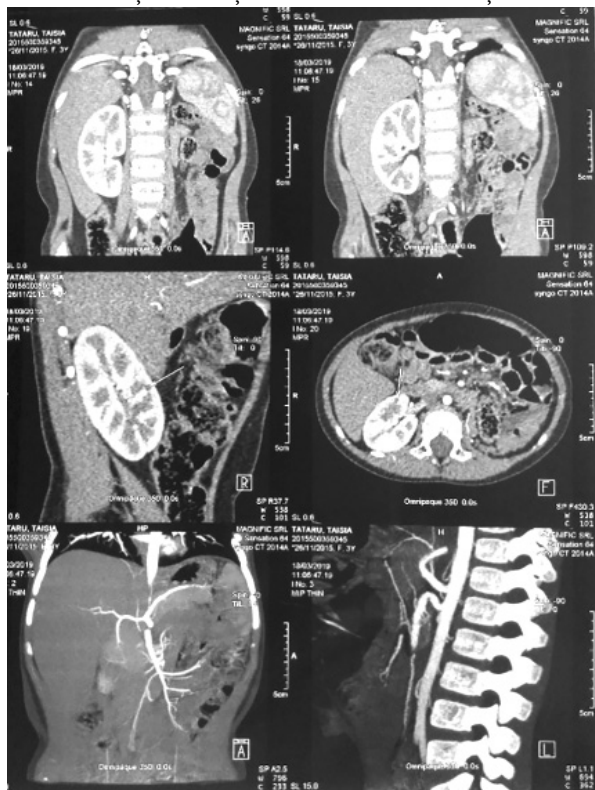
TC de control cu angiografie la 1 an și 6 luni (18.03.2019)
